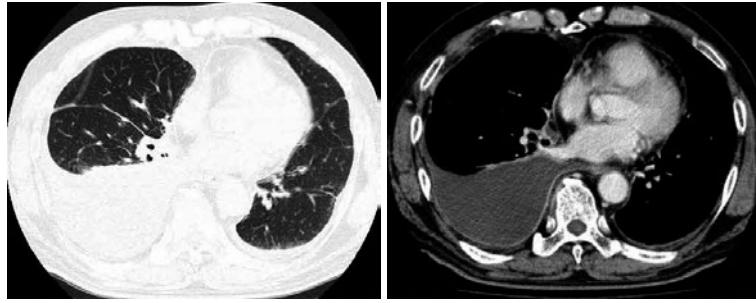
胸部造影CT. 右側優位に胸水を認める. 肺野に明らかな肺病変を認めない.
